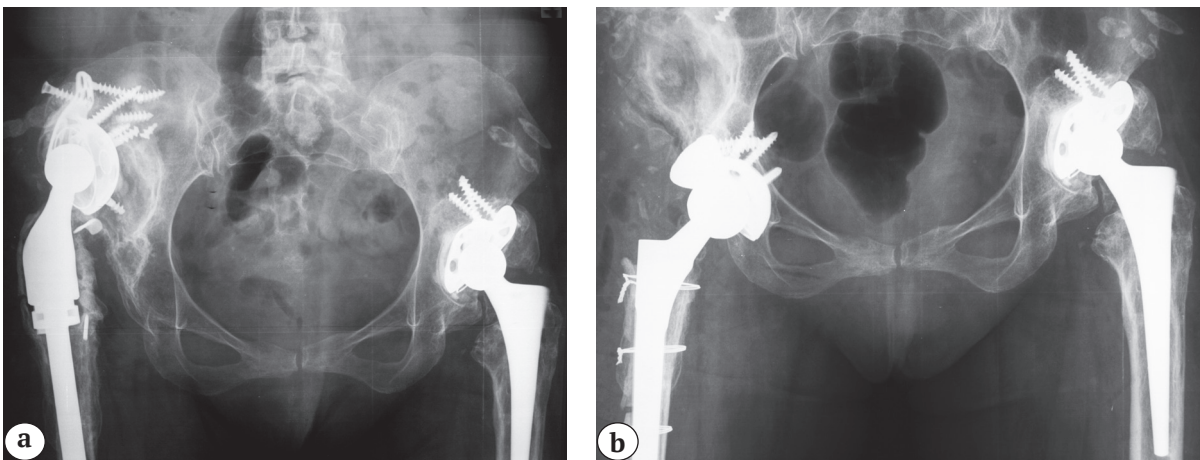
Рентгенограммы пациентки 55 лет: а — при поступлении; б — после ревизии
